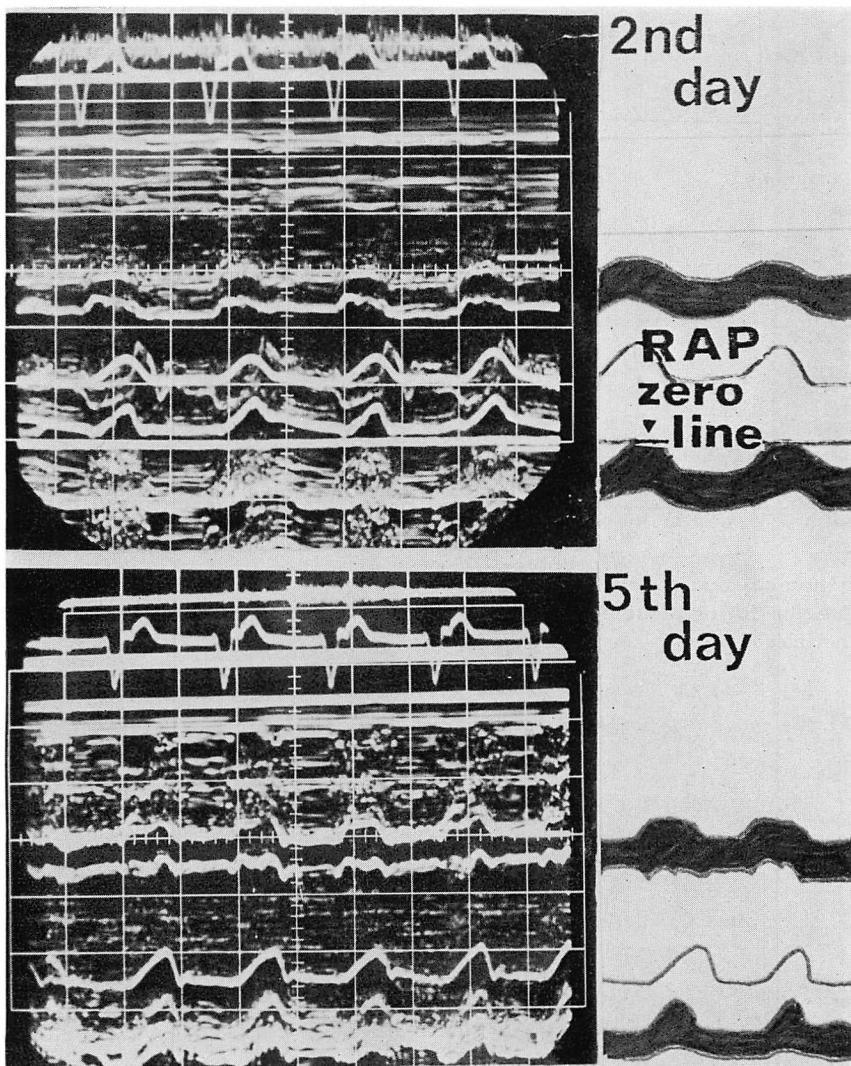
Ventricularization of the right atrial pressure curve (top) and paradoxical motion of the interventricular septum on echocardiography (bottom) in Case 2.
